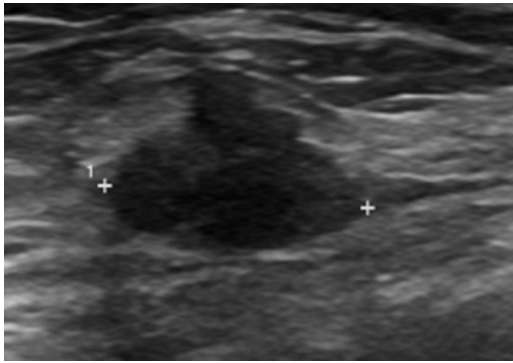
Ultrasonography in a 51-year-old woman.
